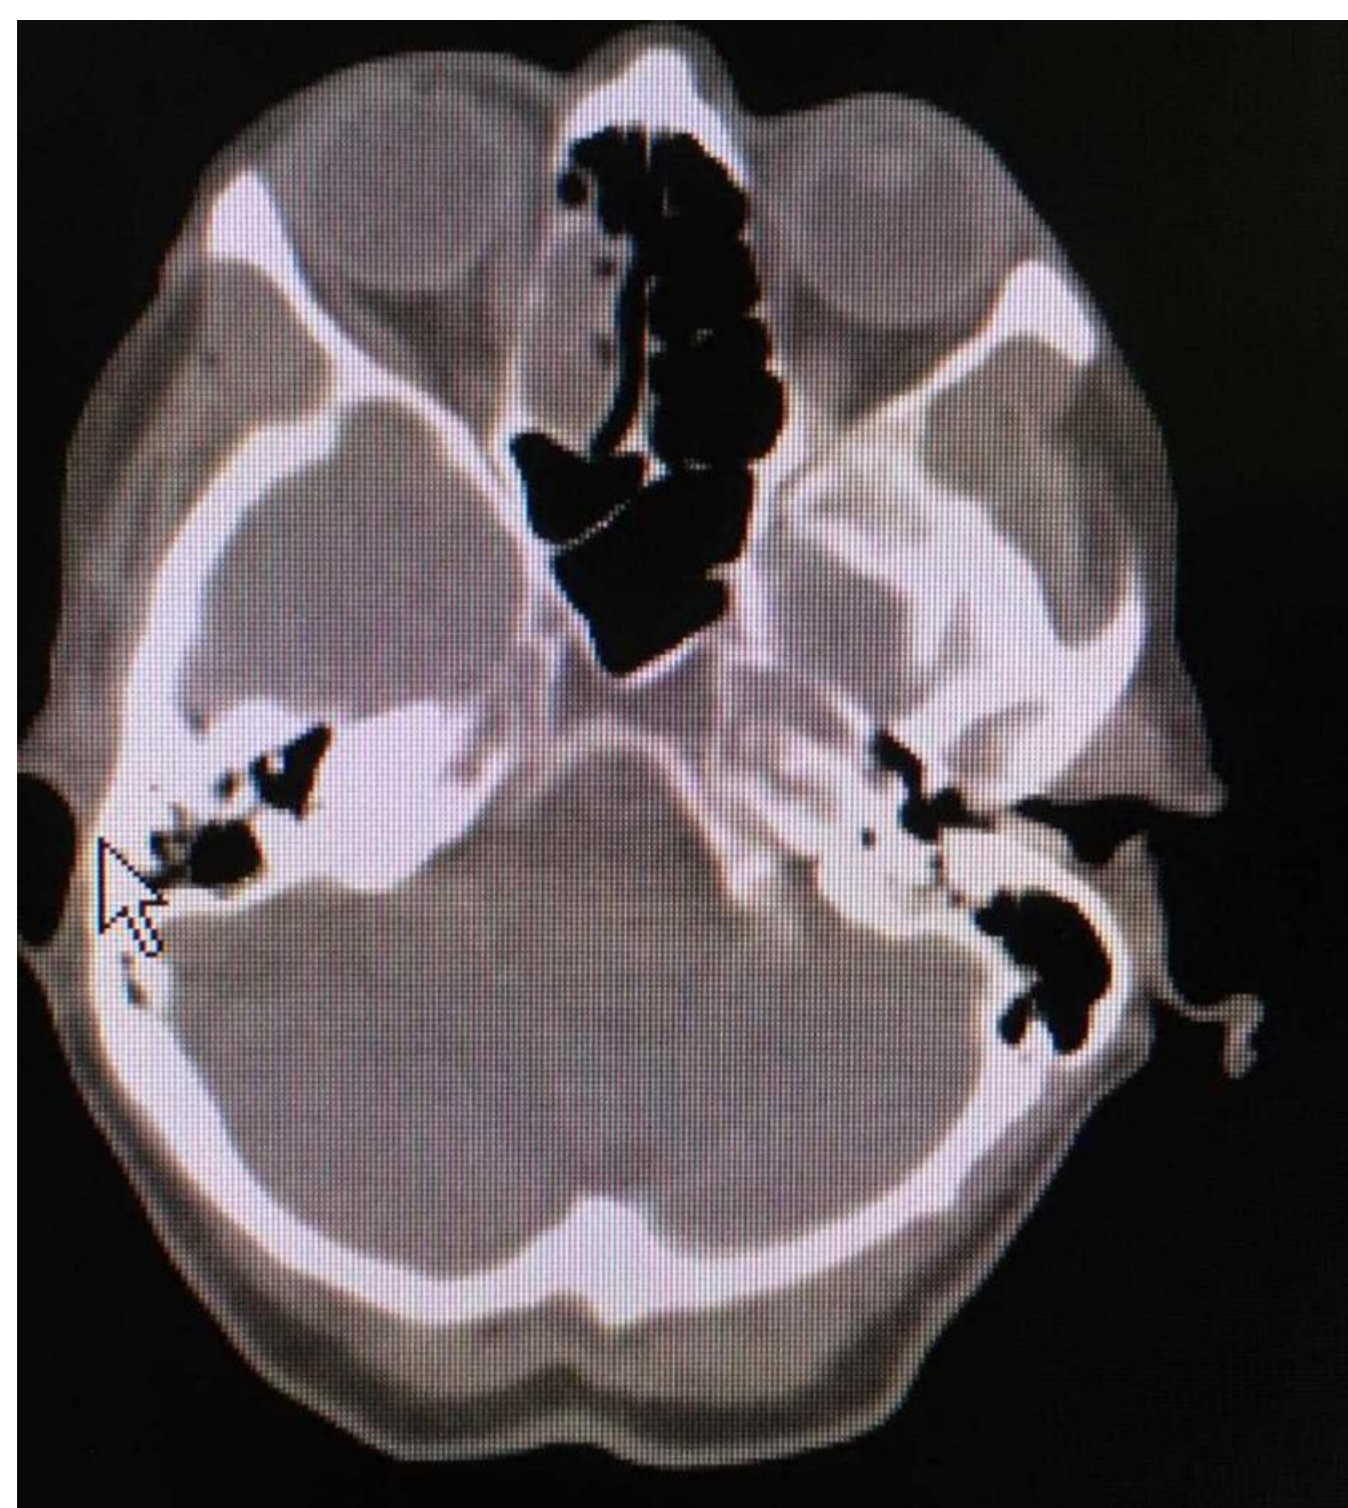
TAC preoperatorio
